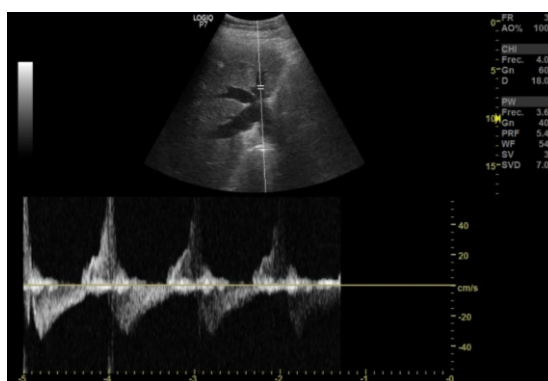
Eco-doppler de venas suprahepáticas que muestran un patrón S invertida respecto a la onda D.
